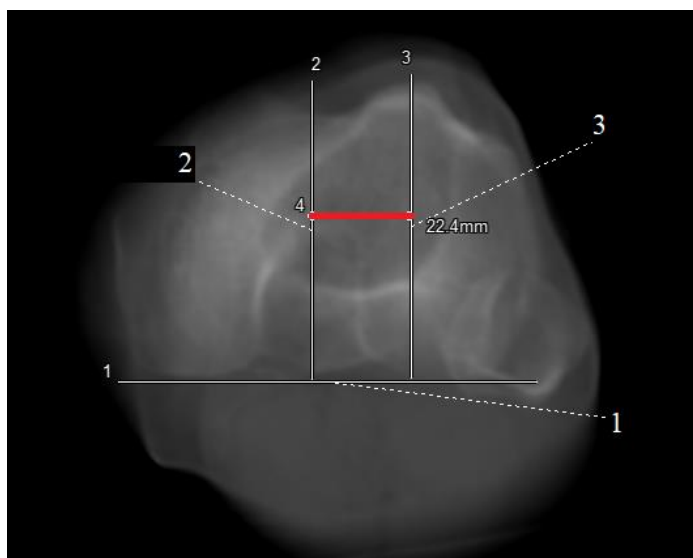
Томограмма коленного сустава в аксиальной плоскости в состоянии полного разгибания, полученная при реконструкции функциональной МСКТ с толщиной среза 75 мм с выведением в поле обзора анатомических ориентиров для измерения индекса ТТ-TG (красная линия). Индекс ТТ-TG – расстояние между перпендикуляром (2), проведенным к задней чрезмыщелковой линии (1) через центр задней межмыщелковой ямки, и перпендикуляром (3), проведенным к задней чрезмыщелковой линии через бугристость большеберцовой кости. В данном случае отмечается увеличение индекса ТТ-TG до 22,4 мм
